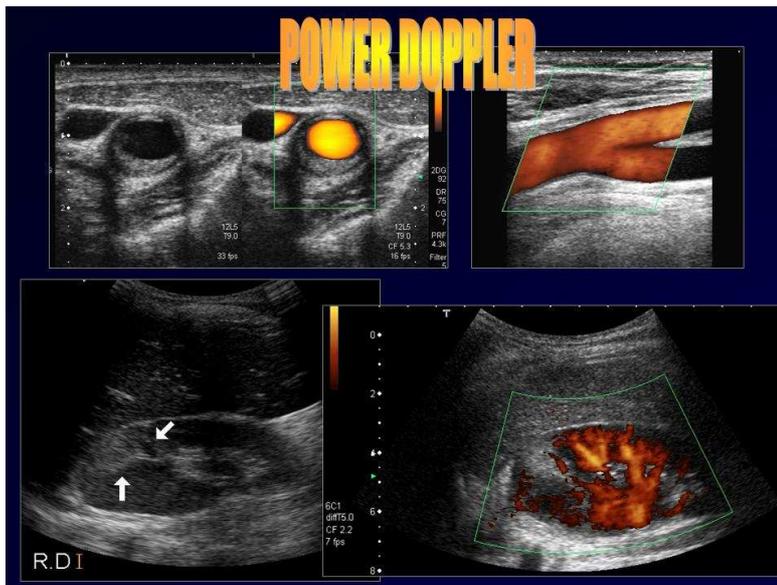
Características fundamentales del Doppler energía.
